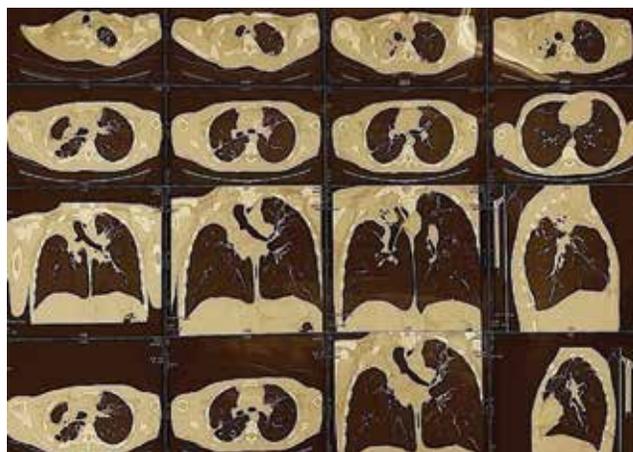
МСКТ ОГК пациента П. после завершения КББ через 10,5 мес.
